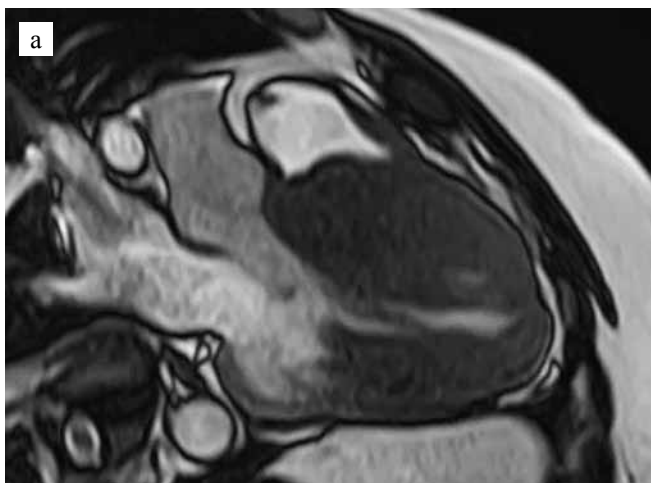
МРТ сердца с контрастированием: а – диастола; б – систола
